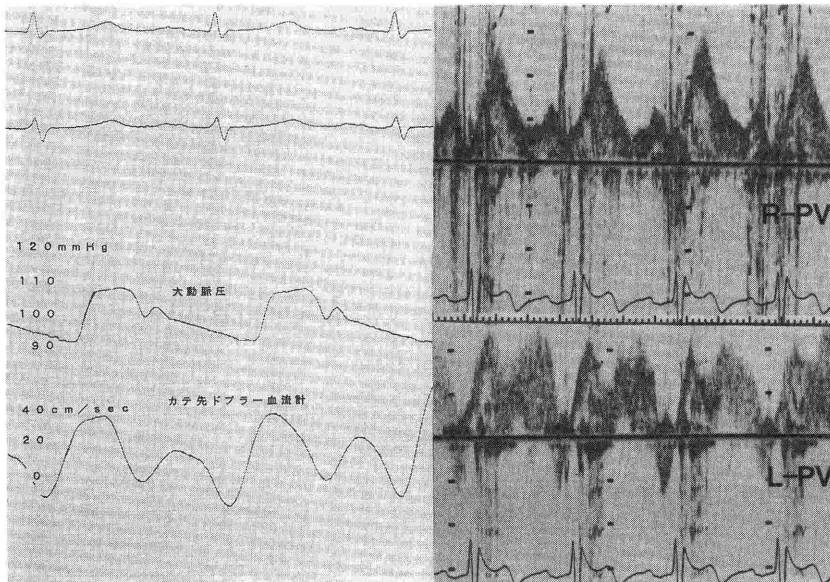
カテ先ドプラー血流計による肺静脈血流プロフィール. 心房中隔欠損で、欠損孔を介して肺静脈血流を計測すると、流速プロフィールは超音波ドプラー法と相似する波形を認め、最大流速も近似した。Saを左右肺静脈血流と比較すると、右Sa>左Saであった。
